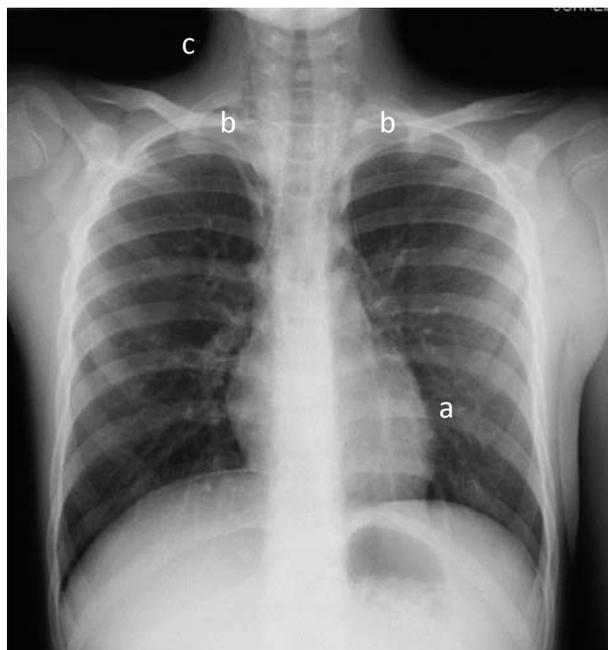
Radiografía anteroposterior de tórax: a) Imagen vertical radiolúcida, b) Líneas paratraqueales radiolúcidas, c) Enfisema subcutáneo en cuello
